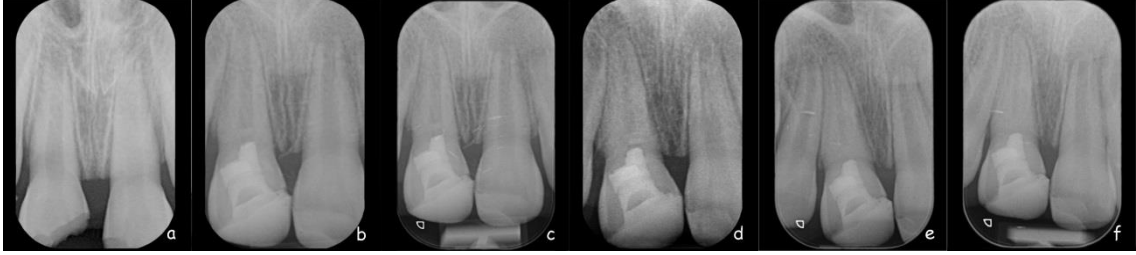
BA grubundaki aynı olgunun takip radyografları a) 6.ay takip radyografisi b) 12.ay takip radyografisi c) 18.ay takip radyografisi d) 24.ay takip radyografisi e) 30.ay takip radyografisi f) 36.ay takip radyografisi.
